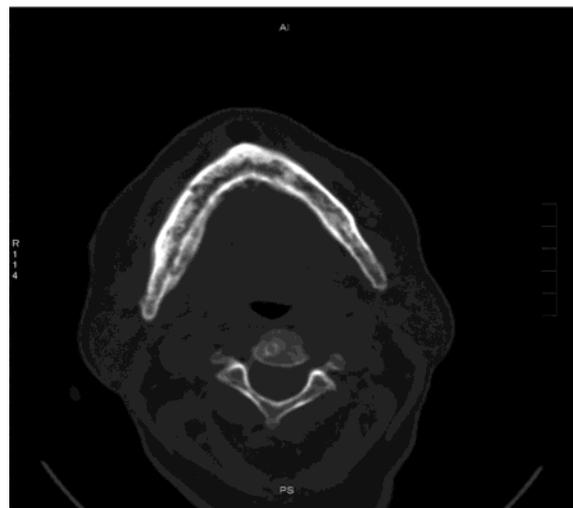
Imagen de una Tomografía que muestra osteonecrosis en la mandíbula.
